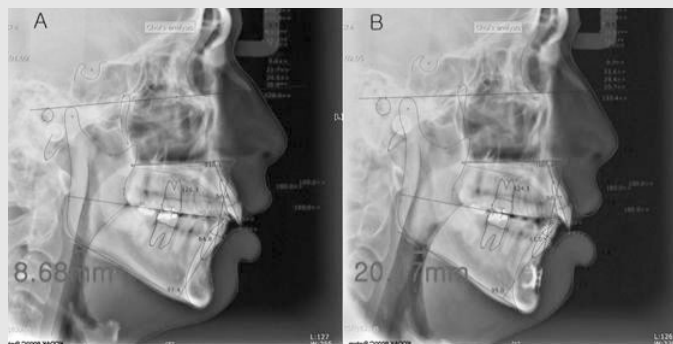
본원에서 trephine bur를 이용한 이설근전진술을 시행한 환자의 방사선사진. (A) : Preoperative lateral cephalometric radiograph, (B) : postoperative lateral cephalometric radiograph . 1시간 정도의 간단한 수술을 통해 기도의 전후방적 직경이 8.68mm에서 20.17mm로 증가하였음을 확인하였다. 수술 안모 변화는 없었으며, 특별한 합병증이나 후유증도 관찰되지 않았다.
